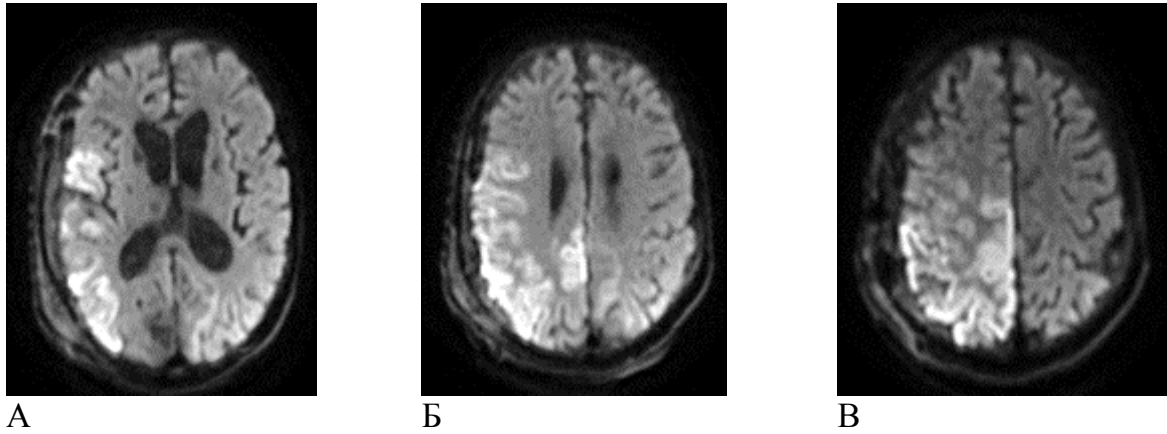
Данные послеоперационной МРТ в режиме DWI пациента В-ф (и/б № 4555/19):
